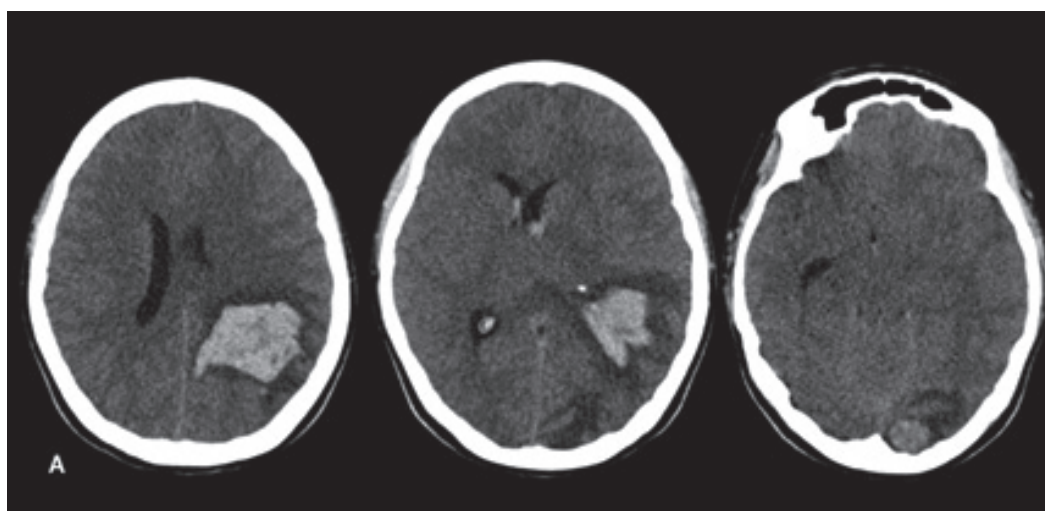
Imágenes de tomografía. Cortes axiales simples. Se observan lesiones intraparenquimatosas hemorrágicas (hiperdensas) de localización parietoccipital izquierda y occipital lingular ipsilateral, con edema vasogénico y efecto de masa. Hay desviación de la línea media, compresión del asta occipital del ventrículo lateral izquierdo y drenaje del hematoma al sistema ventricular.
